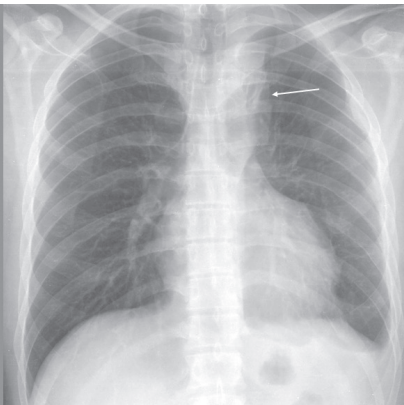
Radiografía PA de tórax postquirúrgica: ensanchamiento del mediastino superior por *by-pass* extraanatómico desde la arteria subclavia izquierda hasta la aorta descendente (flecha).
